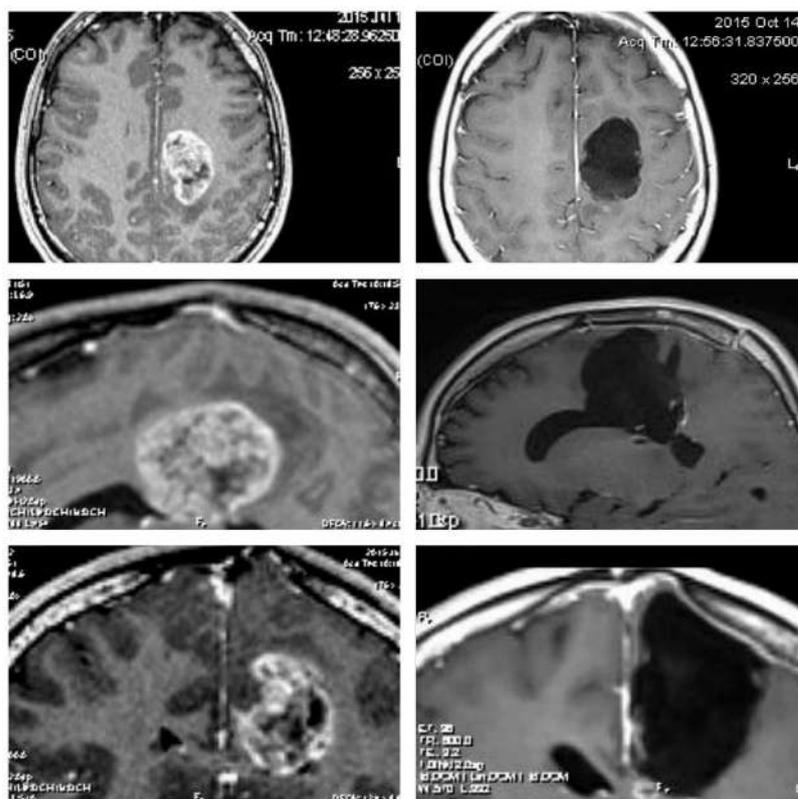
МРТ пациента до и через месяц после удаления глиобластомы глубинных отделов левой лобной доли и мозолистого тела с использованием методики awake-awake-awake краниотомии, демонстрирующее тотальное удаление опухоли
